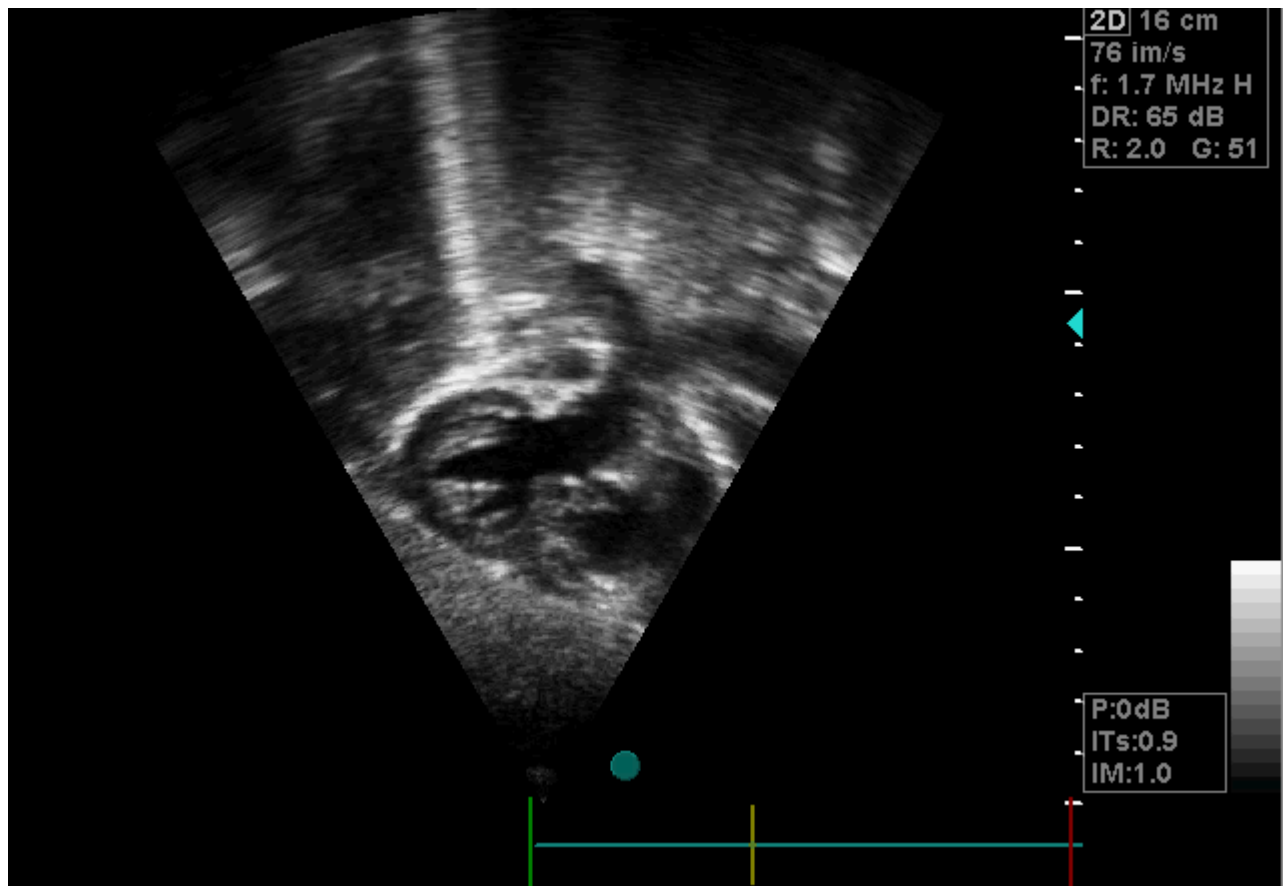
image échocardiographique d'une tétralogie de Fallot
